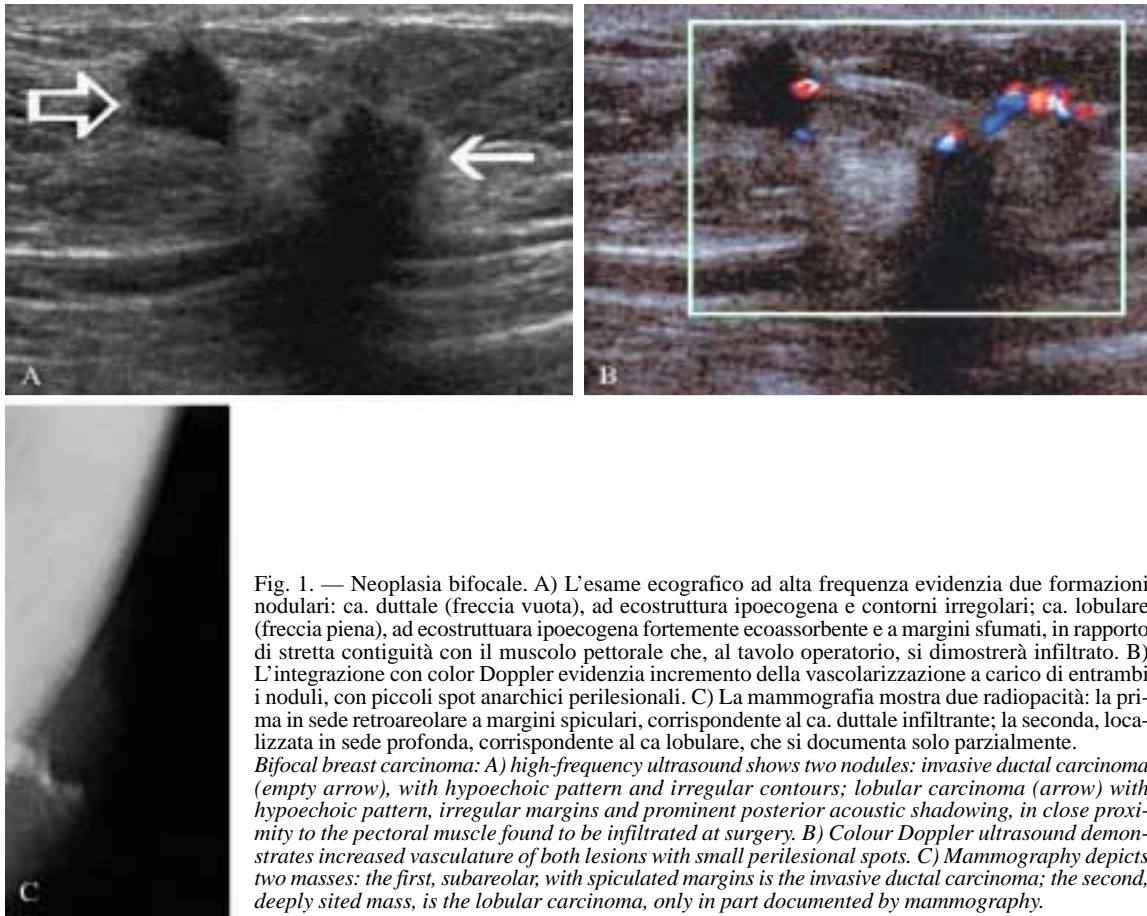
Neoplasia bifocale. A) L'esame ecografico ad alta frequenza evidenzia due formazioni nodulari: ca. duttale (freccia vuota), ad ecostruttura ipoecogena e contorni irregolari; ca. lobulare (freccia piena), ad ecostruttura ipoecogena fortemente ecoassorbente e a margini sfumati, in rapporto di stretta contiguità con il muscolo pettorale che, al tavolo operatorio, si dimostrerà infiltrato. B) L'integrazione con color Doppler evidenzia incremento della vascolarizzazione a carico di entrambi i noduli, con piccoli spot anarchici perilesionali. C) La mammografia mostra due radiopacità: la prima in sede retroareolare a margini spiccolari, corrispondente al ca. duttale infiltrante; la seconda, localizzata in sede profonda, corrispondente al ca lobulare, che si documenta solo parzialmente.
